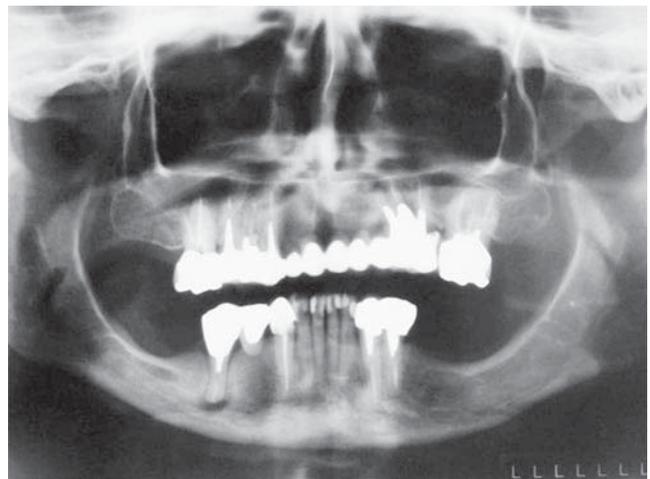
Radiografia panorâmica inicial do caso
